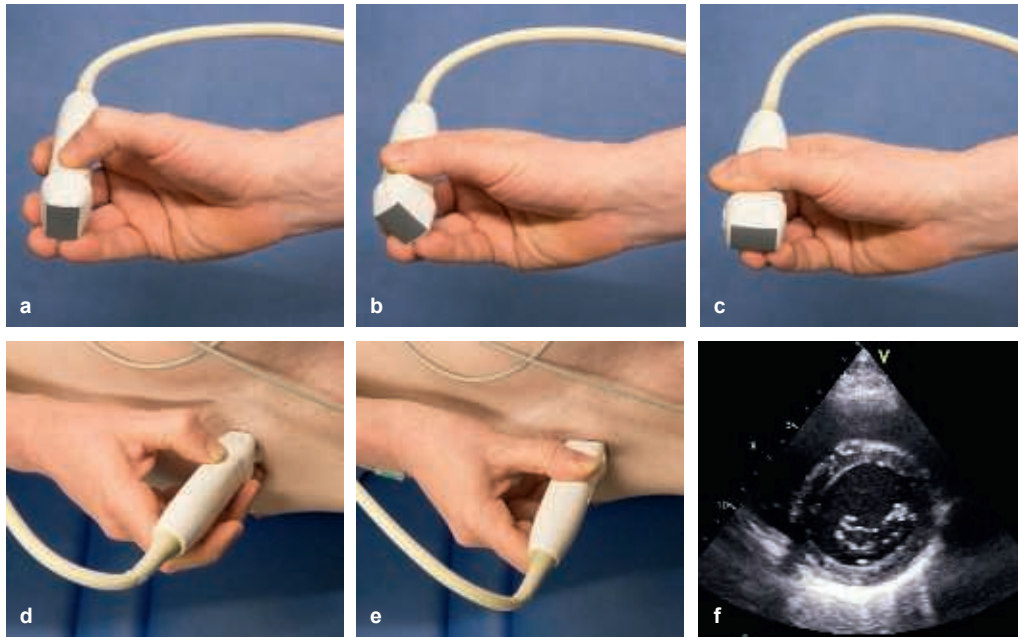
Drehen des Transducers zur Einstellung der korrekten parasternalen kurzen Achse. Ausgehend von der korrekten Handhaltung für die standardisierte parasternale lange Achse (a), wobei die Daumenspitze die Markierung des Transducers berührt, wird der Schallkopf um 90° gedreht. Bei dieser Drehung verschiebt sich der Daumen nach vorne, weg von der Markierung des Transducers, während der 4. und 5. Finger in die entgegengesetzte Richtung nach hinten wandern (b). Am Ende der 90° -Drehung liegt der Daumen flach auf der breiten Kante des Transducers. Der 4. Finger berührt gerade noch die Ecke des Transducers und befindet sich wie der 5. Finger, der kaum noch Kontakt zum Transducer hat, auf der Haut des Patienten (c). Unten links (d) ist die korrekte Handhaltung für die parasternale lange Achse dargestellt, unten in der Mitte (e) die korrekte Haltung nach einer exakten 90° -Drehung. Unten rechts (f) ist die korrespondierende parasternale kurze Achse in Höhe der MV gezeigt.
